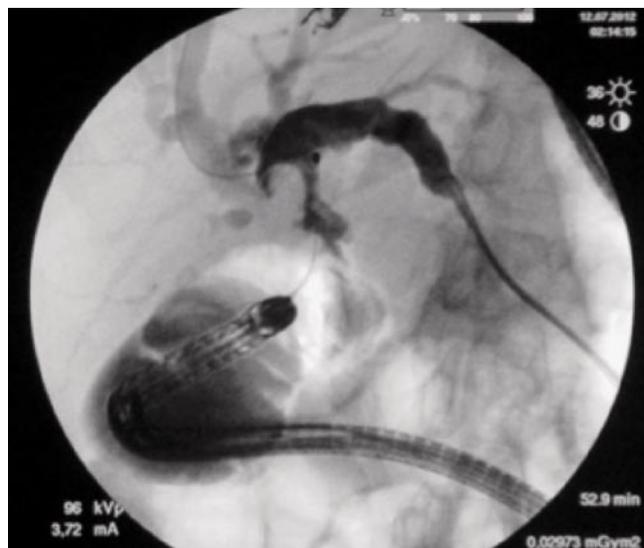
Интраоперационная рентгенограмма. Рандеву-технология (чрескожная и эндоскопическая) при удалении конкрементов из внутри- и внепеченочных желчных протоков после панкреатодуоденальной резекции
